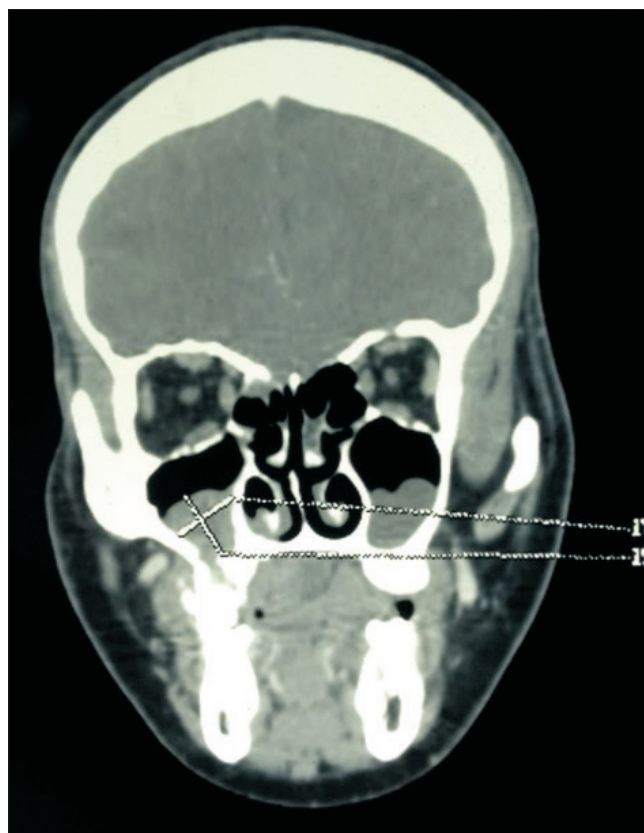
Рентгеновская компьютерная томография. Распространение опухоли в правую верхнечелюстную пазуху
